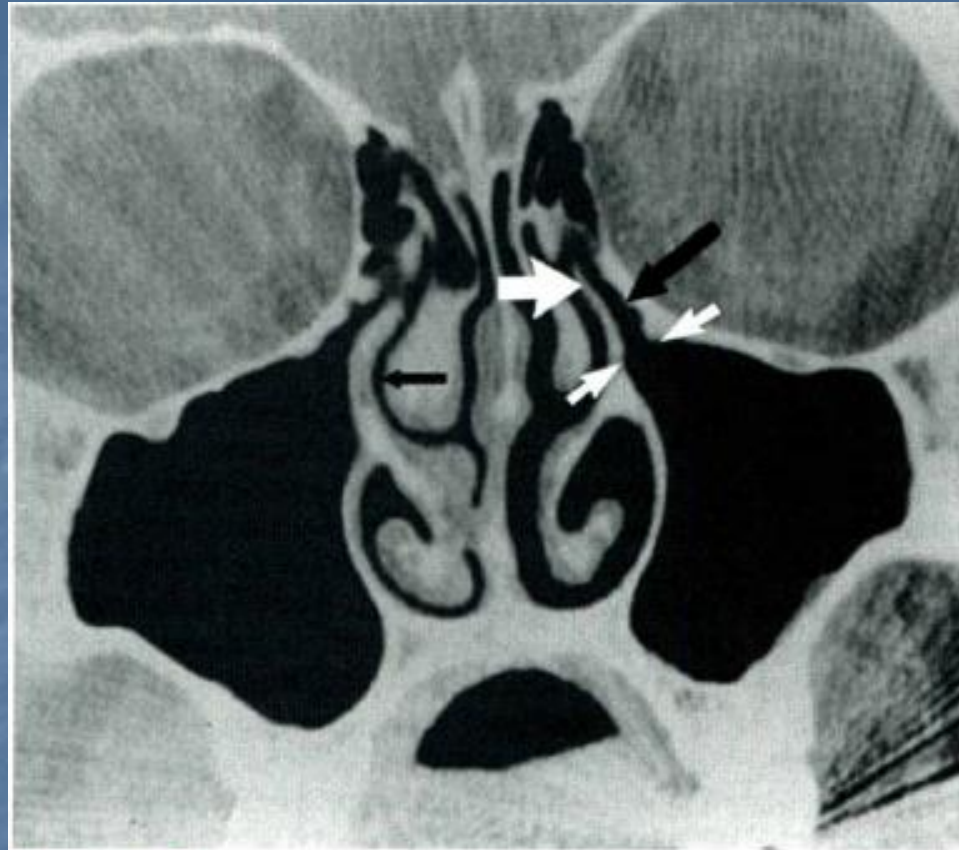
Selected features of the anatomy of the drainage system of the maxillary sinus, as shown on a computed tomographic scan. The ostium is located between the two *small white arrows*. The ostium opens into a tubular structure, the infundibulum (*large black arrow*). The *large white arrow* indicates the upper part of the uncinate process, which forms the inferior portion of the infundibulum. The infundibulum empties into the middle meatus. The *small black arrow* indicates the contralateral middle meatus, which is narrowed as a result of turbinal distention from the normal nasal cycle.
